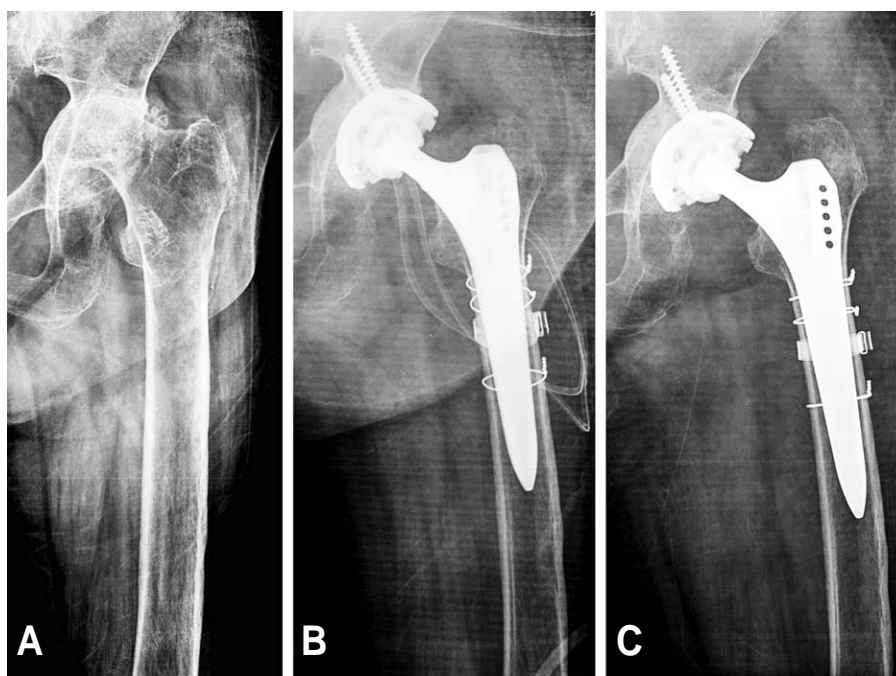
(A) This patient suffered from left hip pain associated with rheumatoid arthritis showing severe osteoporosis with wide medullary canal. (B) Prophylactic cerclage band and wires were used to prevent the intraoperative periprosthetic femoral fracture. (C) Postoperative radiograph at six months shows stably fixed prosthesis in medullary canal.
